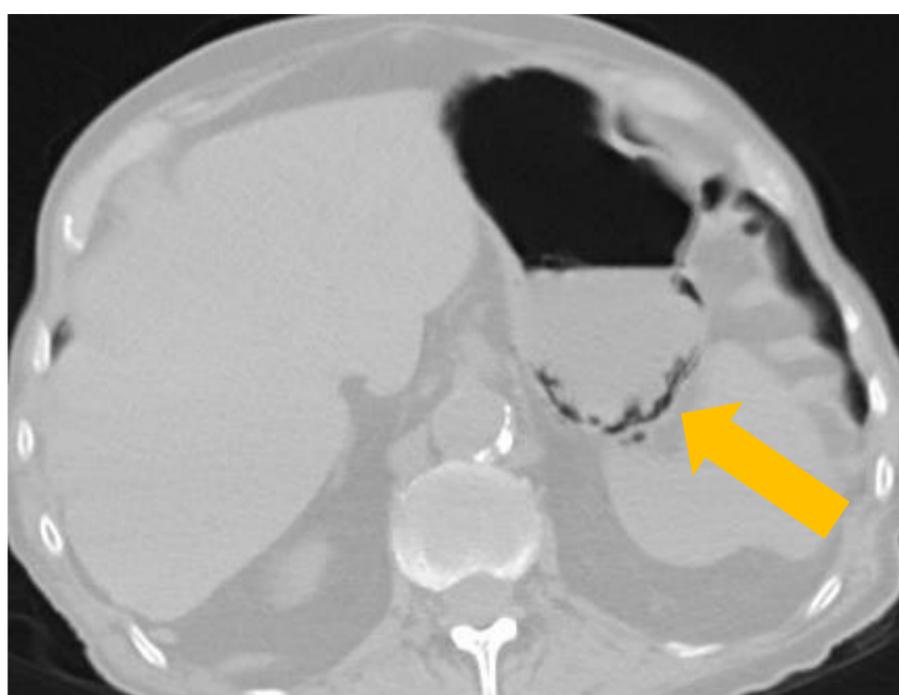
Varón de 74 años con enfermedad inflamatoria intestinal con brote severo refractario a tratamiento médico. TC de abdomen con CIV, corte axial en ventana de pulmón. Gas en el espesor de la pared gástrica, más evidente en su porción declive, en relación con neumatosis sin otros hallazgos asociados.
